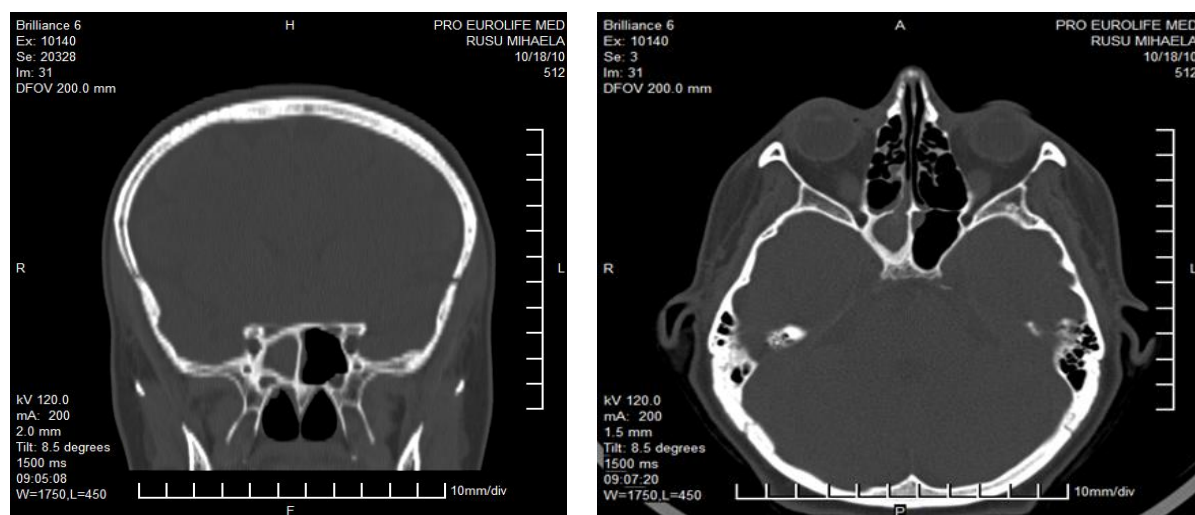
Aspectul tomografic al leziunii în plan coronal și axial
